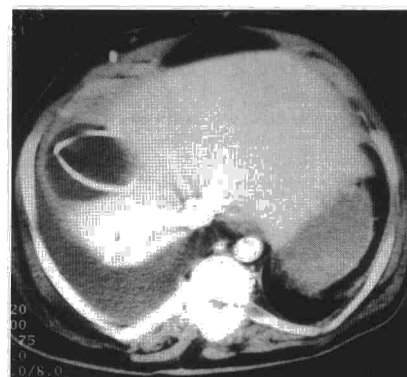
Imagen de TAC torácica que evidencia la localización anómala del extremo distal del catéter de la derivación ventriculoperitoneal y el derrame pleural masivo derecho secundario a ésta.
